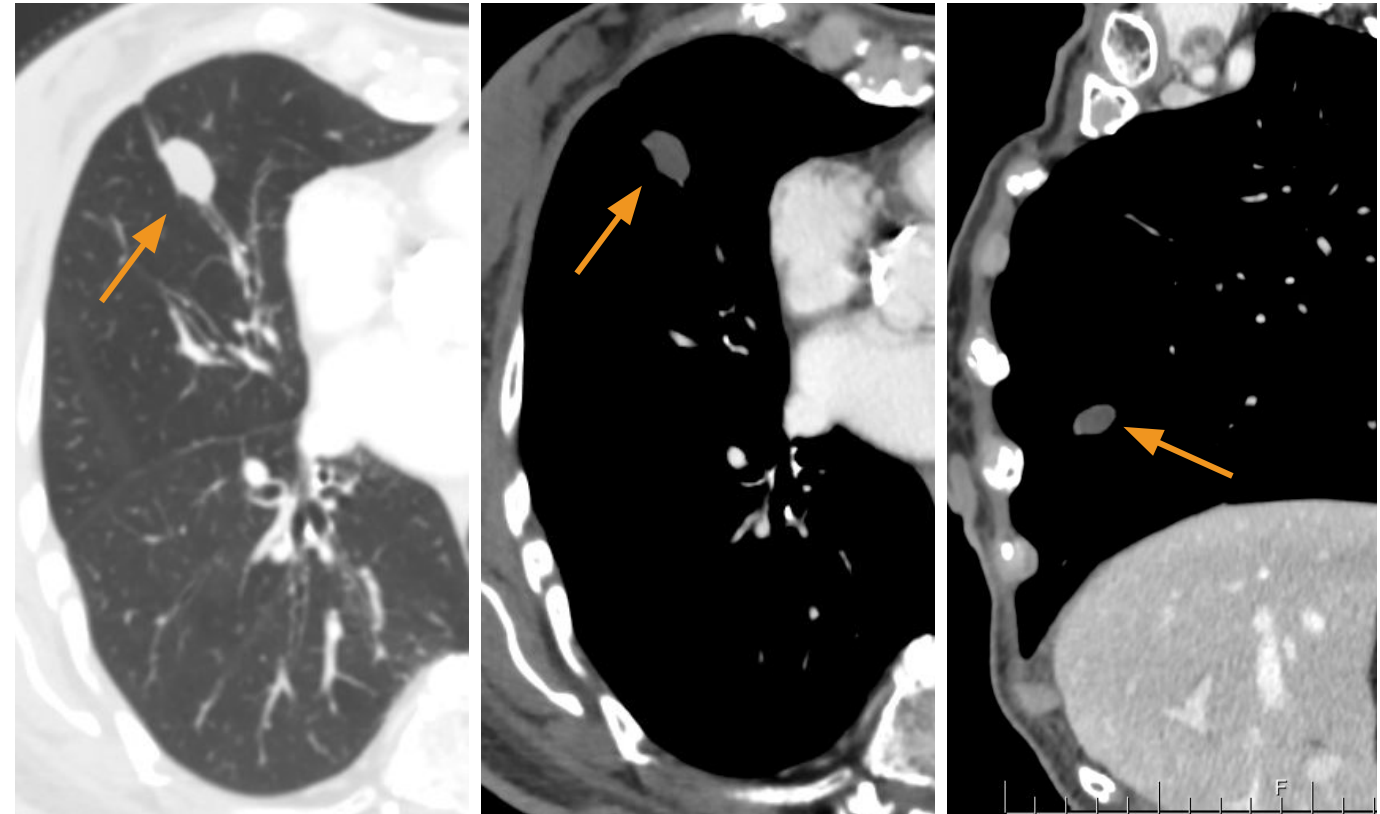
Corte TC axial en ventana pulmonar y cortes axial y sagital en ventana de partes blandas. Imagen focal oval/elongada, hipodensa en relación a estructura bronquial (flecha). Otras imágenes tubulares y ramificadas eran observables en pulmón contralateral (no mostrado)
